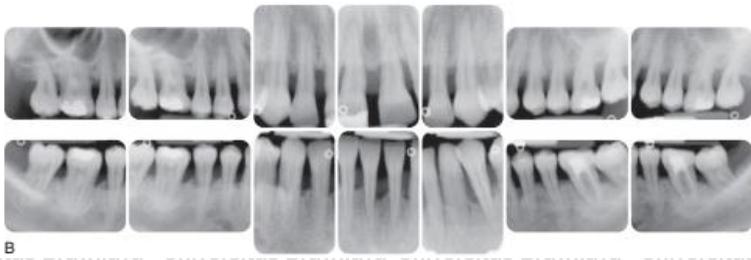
Gambaran Radiografis pasien dengan *Severe Chronic Periodontitis* (Carranza, 2015)
